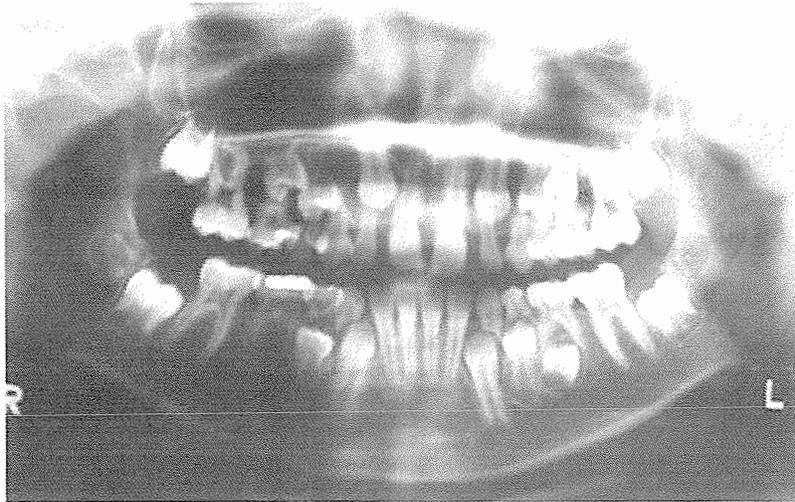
Radiografía panorámica de un paciente joven, en la región anterosuperior la ausencia de los incisivos laterales permanentes, y el mantenimiento de los laterales temporarios a pesar de la edad cronológica presente. (18)
